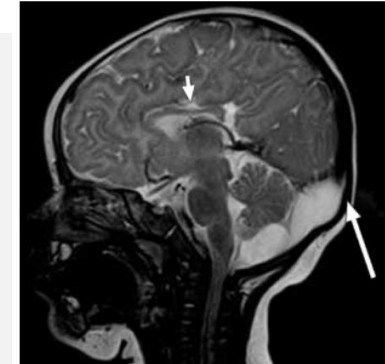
Sagittal T2-W MR image shows hypogenesis of the corpus callosum (arrowhead), especially in the region of the body with extra-axial cysts (arrow) in the posterior fossa.
